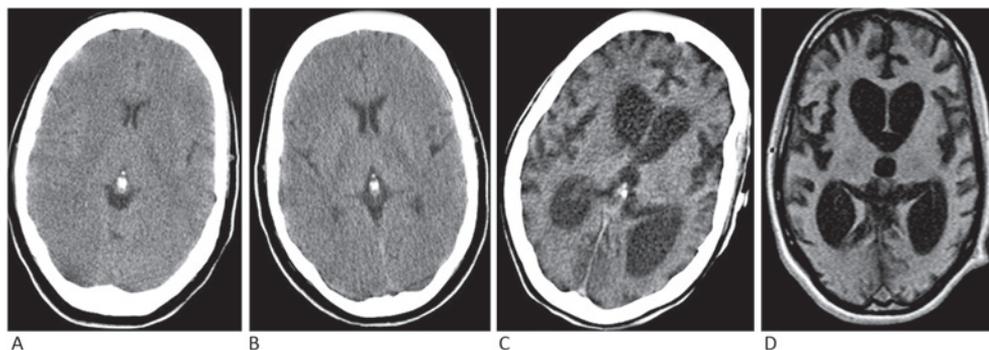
Atrofia cerebral progresiva en paciente con encefalopatía hipóxico-isquémica que evoluciona al estado vegetativo. A-C: Tomografía computarizada. A: Pocas horas después de parada cardio-respiratoria, B: 3 meses después, C: 18 meses después. D: Resonancia magnética obtenida a los 2 años de evolución.
